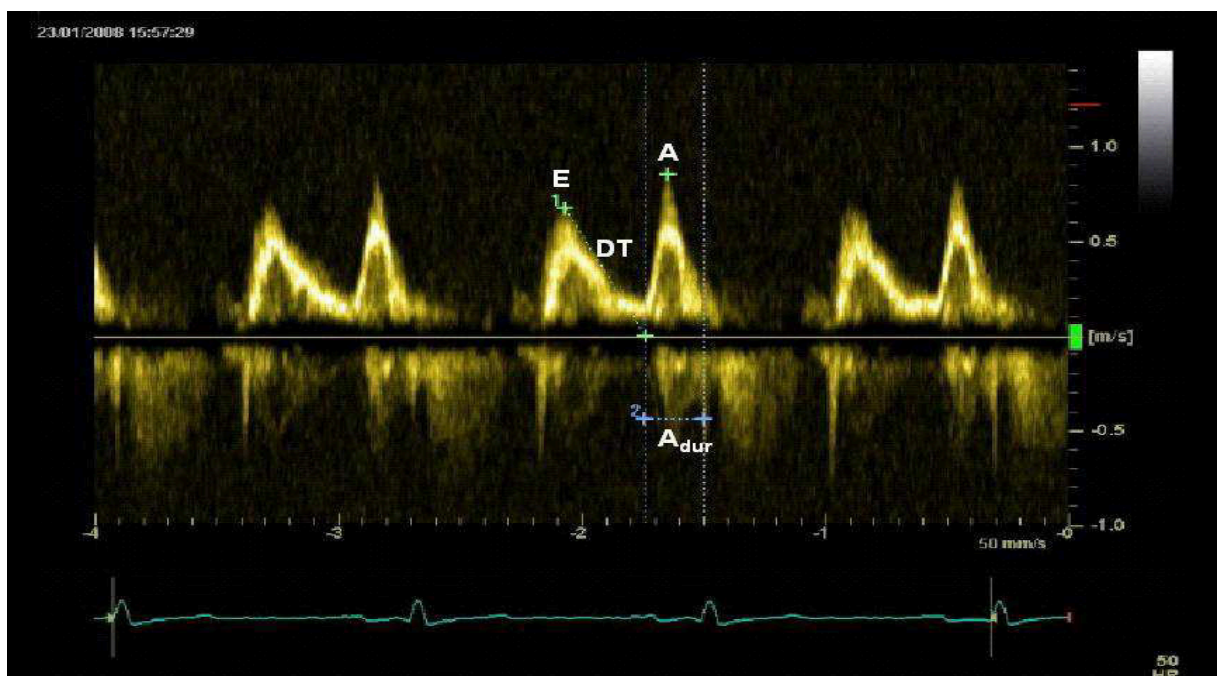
Gepulster Doppler der Mitralklappe.
